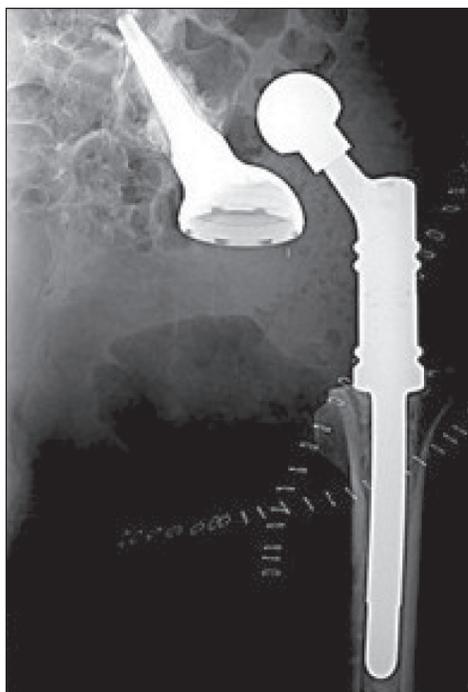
Рентгенограмма. Вывих головки эндопротеза
